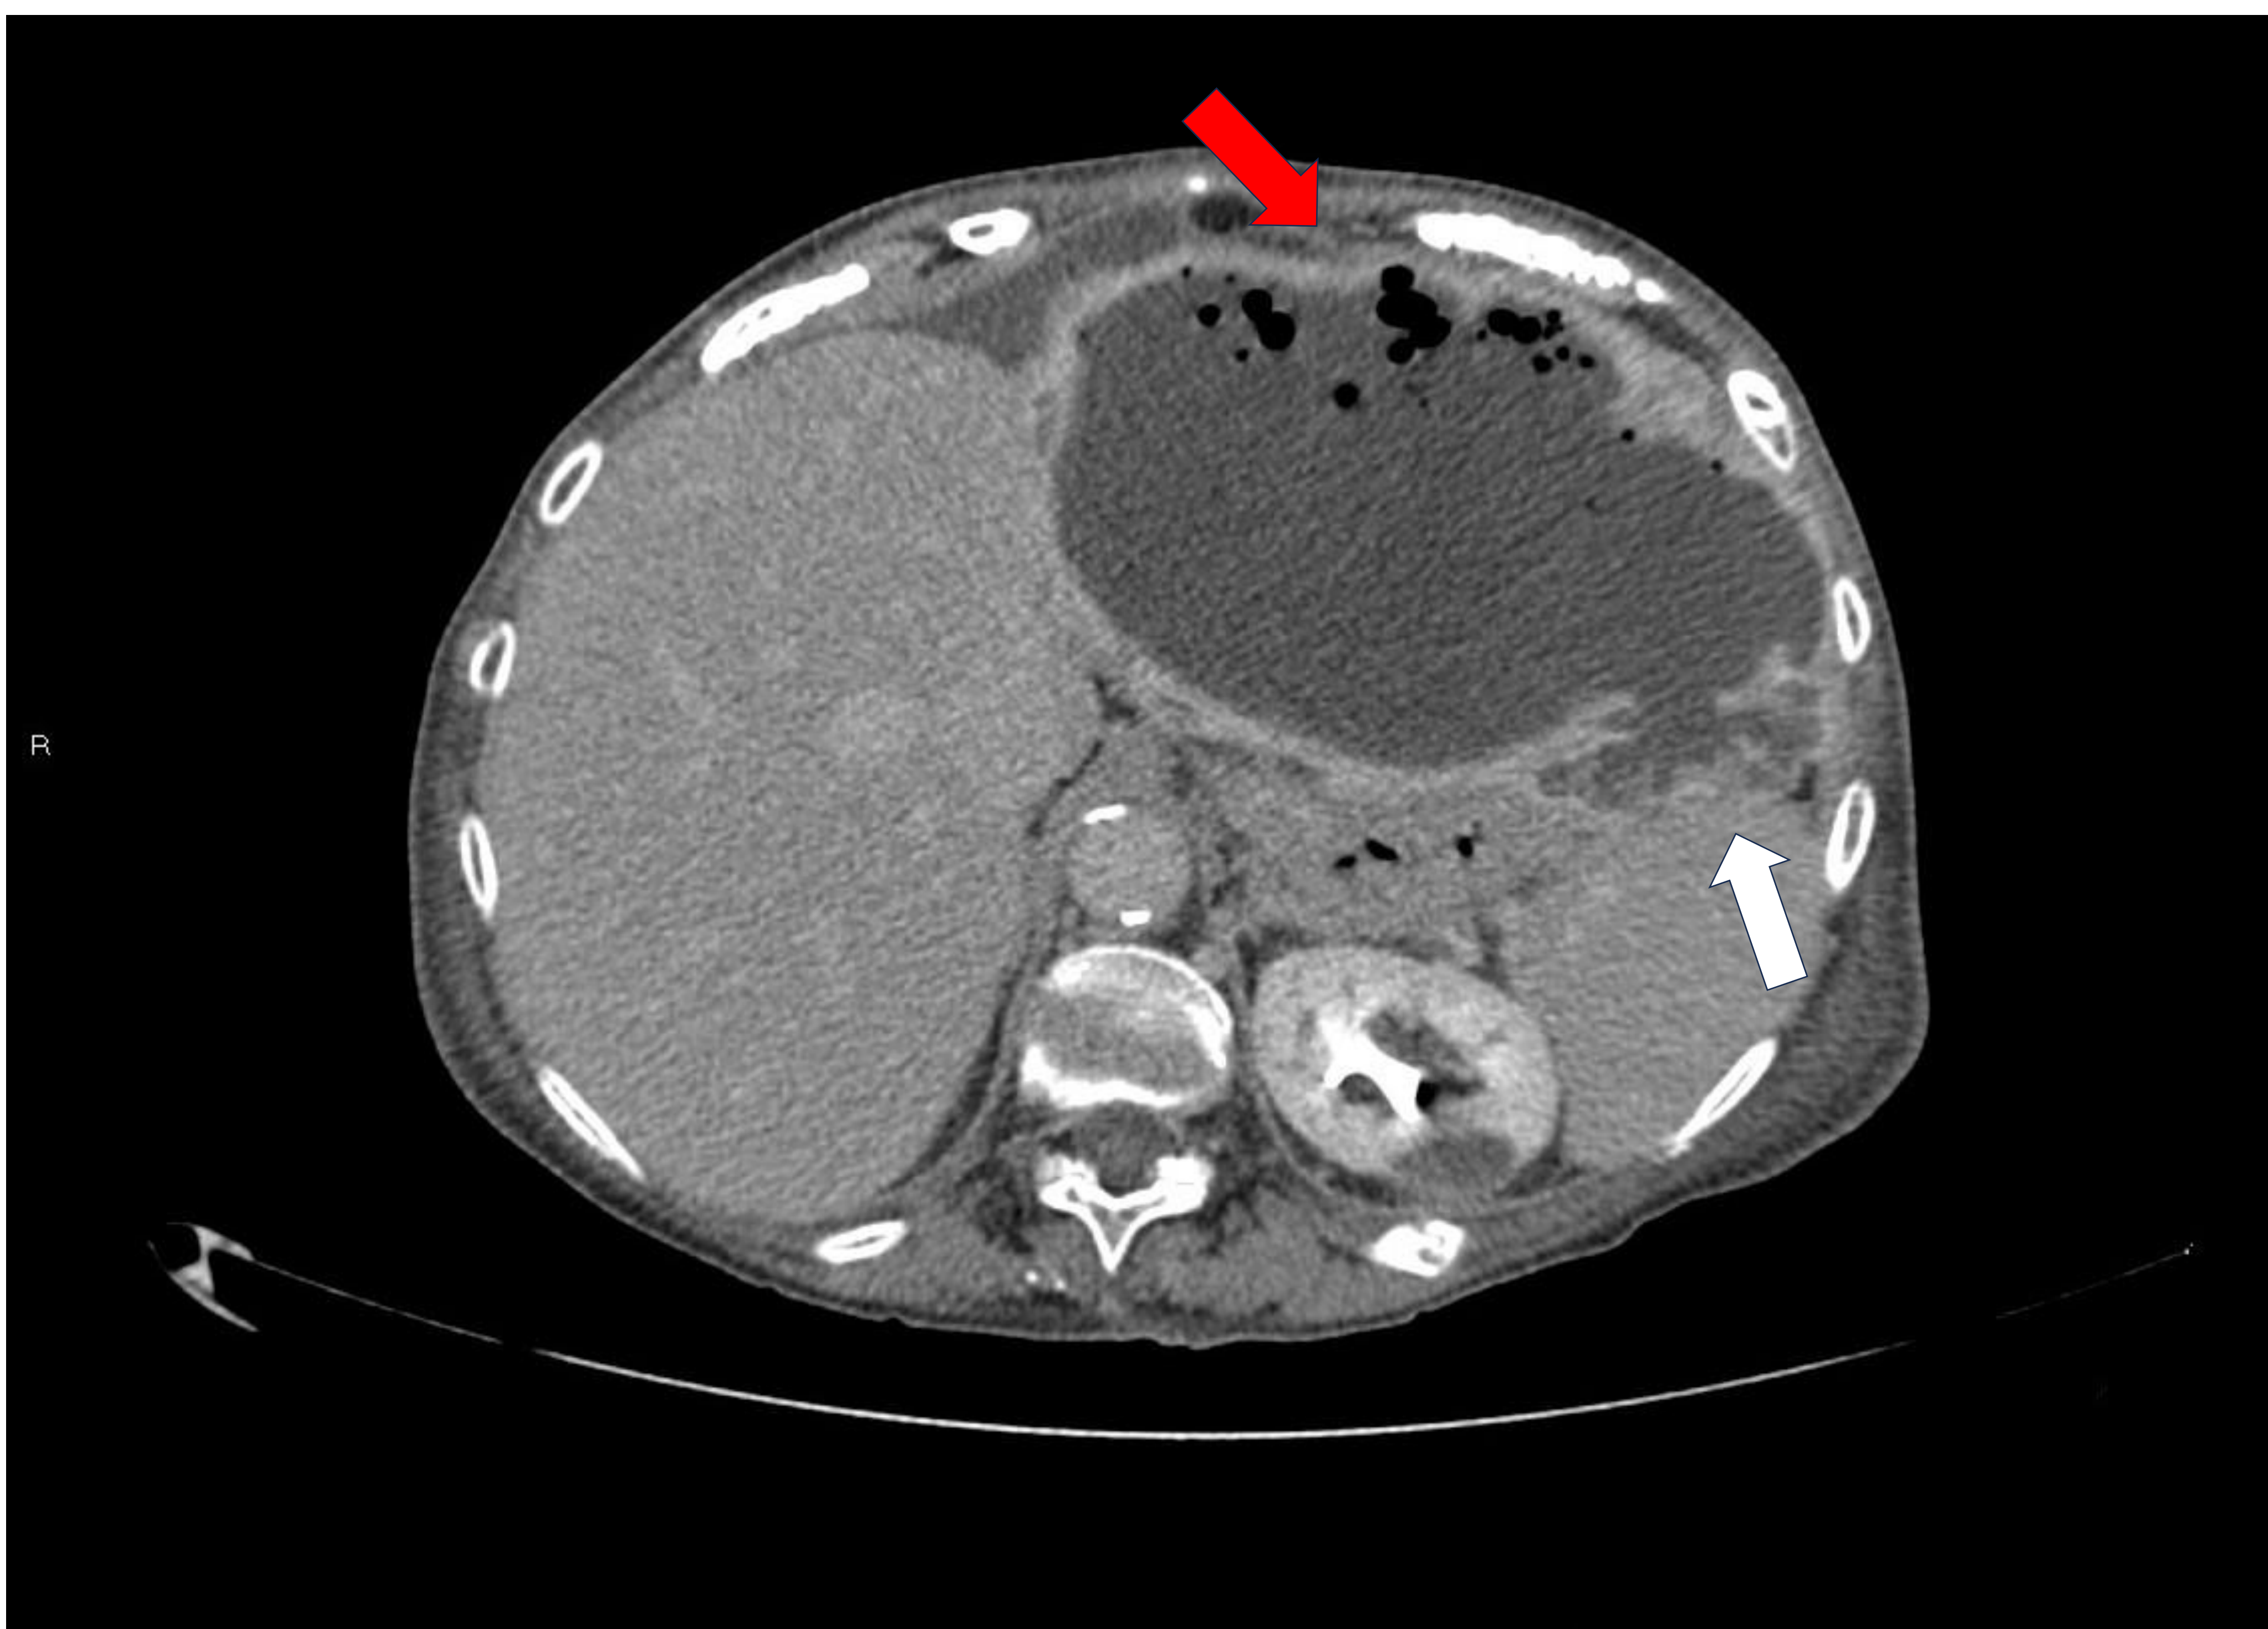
TC de abdomen visualizando lesión quística dependiente de lóbulo hepático izquierdo, con soluciones de continuidad a nivel parietal (flecha blanca) y presencia de gas en su interior, (flecha roja) en relación con rotura y sobreinfección del quiste.
